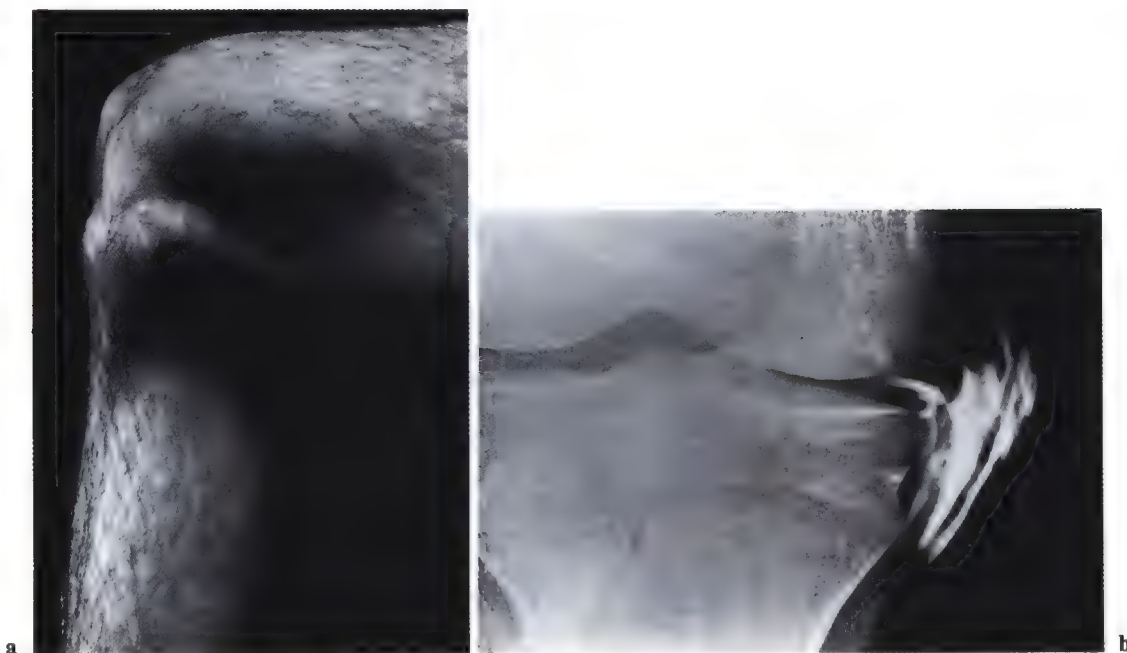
a Photo d'un cas clinique montrant la saillie sous-cutanée d'un kyste du ménisque interne. b Cette radiographie provient du même patient, une fois le kyste ponctionné et vidé puis rempli d'un produit de contraste. Noter la diffusion du produit de contraste du kyste vers
